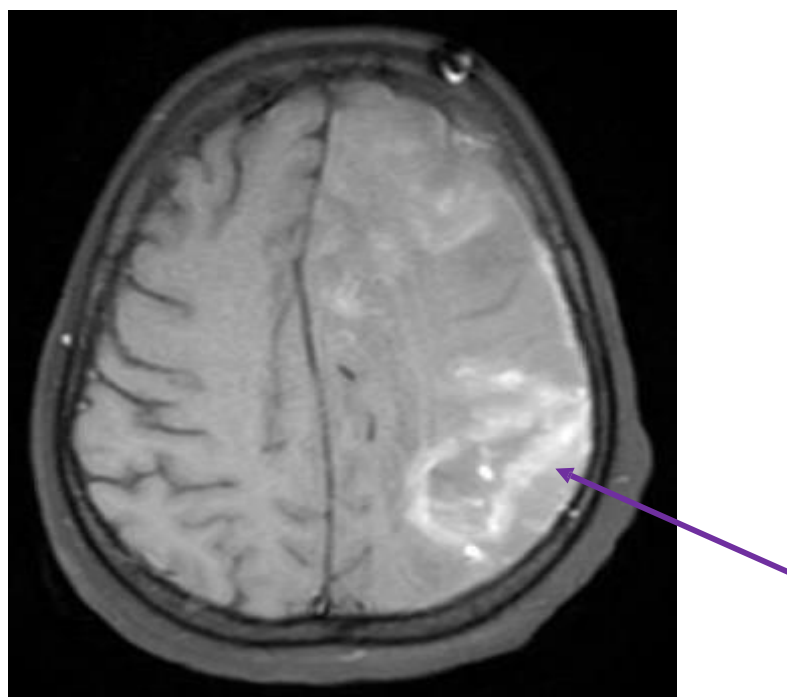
IRM coupe axiale en séquence FAT SAT objectivant des remaniements hémorragiques au sein de la plage ischémique hémisphérique gauche en hyper signal avec engagement sous falcoriel.
